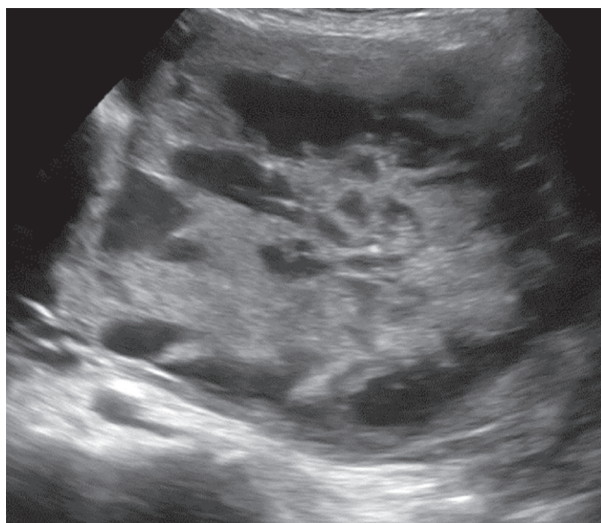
Ecografia în scară gri pentru diagnosticul de placentă anormală: obliterarea oricărei părți a zonei ecogene dintre uter și placenta și vizualizarea lacunelor placentare [32]
